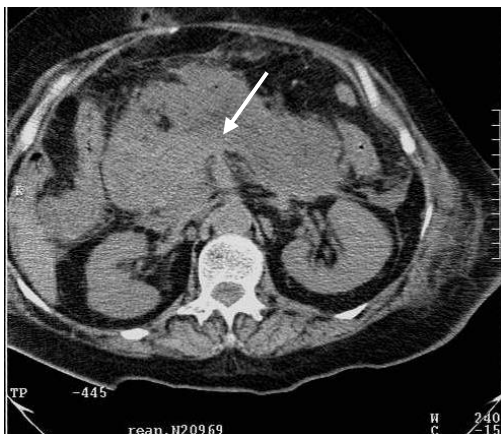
КТ. Поджелудочная железа увеличена, с нечеткими контурами (стрелка). Острый панкреатит
